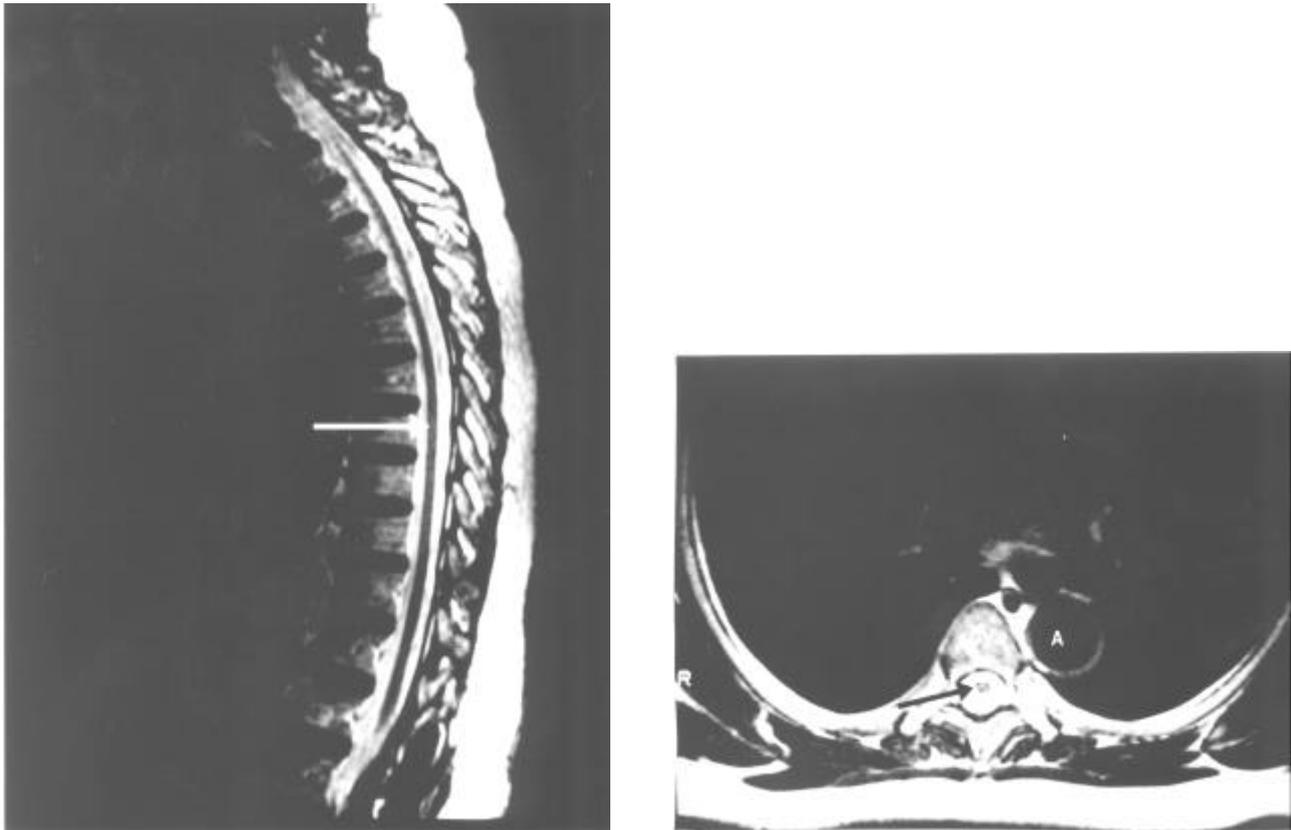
Ressonância nuclear magnética da coluna vertebral. Nos cortes sagital e axial (imagem ponderada em T2) observa-se a atrofia da medula espinhal (setas) que encontra-se rodeada pelo líquido cefalorraquidiano (em branco). CV = corpo vertebral; A = aorta.
